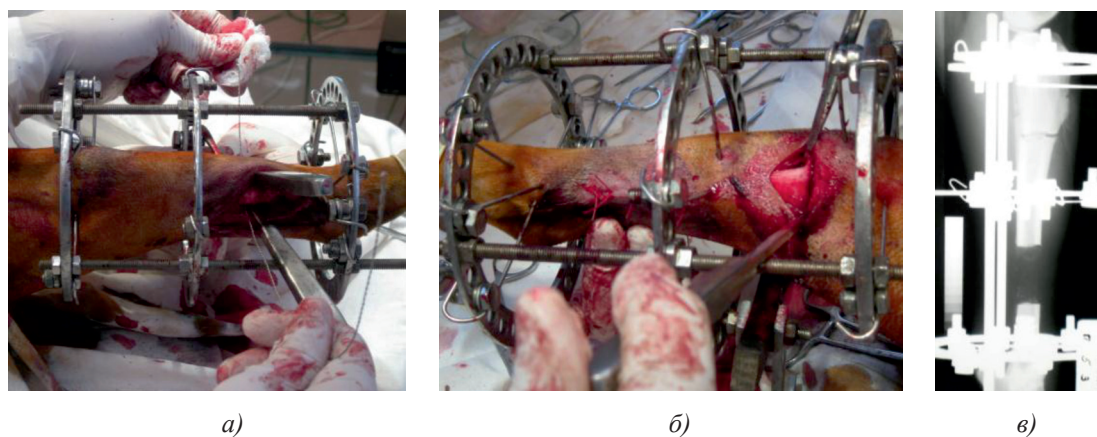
Этапы оперативного вмешательства а – моделирование дефекта костей голени; б – остеотомия на границе проксимального метадиафиза; в – рентгенограмма костей голени после остеосинтеза (боковая проекция)
